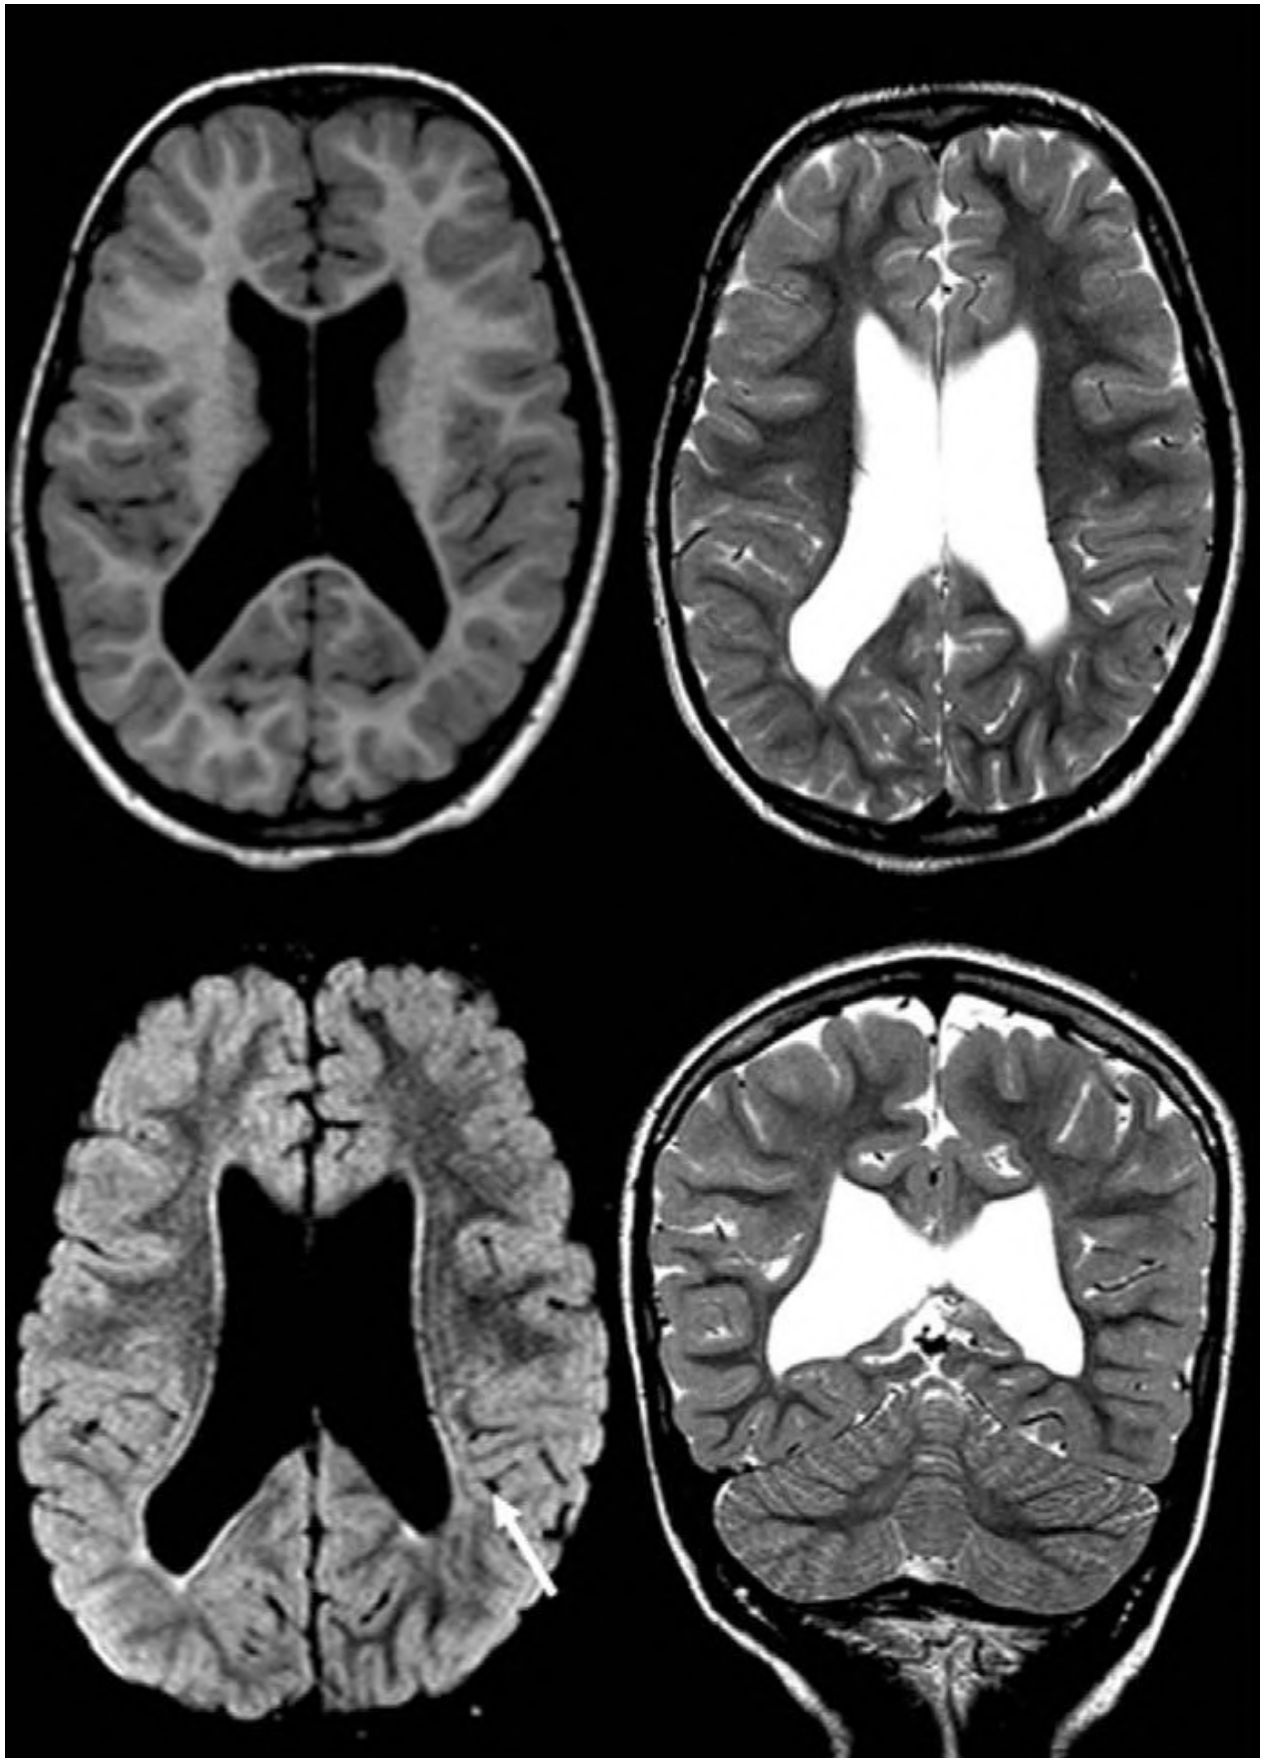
Осевые T1 (A) и T2 (B) взвешенные, FLAIR (C) и корональные T2 (D) МР-изображения ПВЛ конечной стадии. Отмечается вентрикуломегалия с потерей перивентрикулярного белого вещества, примыкающих к краю желудочков (стрелка).
